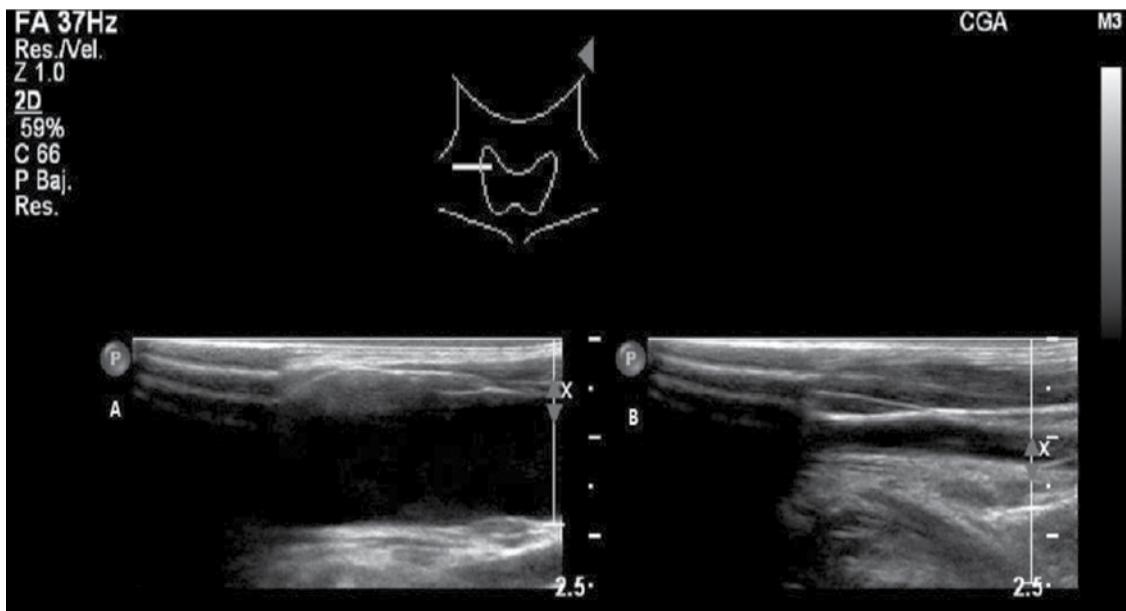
Ecografía cervical longitudinal. A) vena yugular interna derecho con Valsalva. B) Vena yugular interna en reposo
